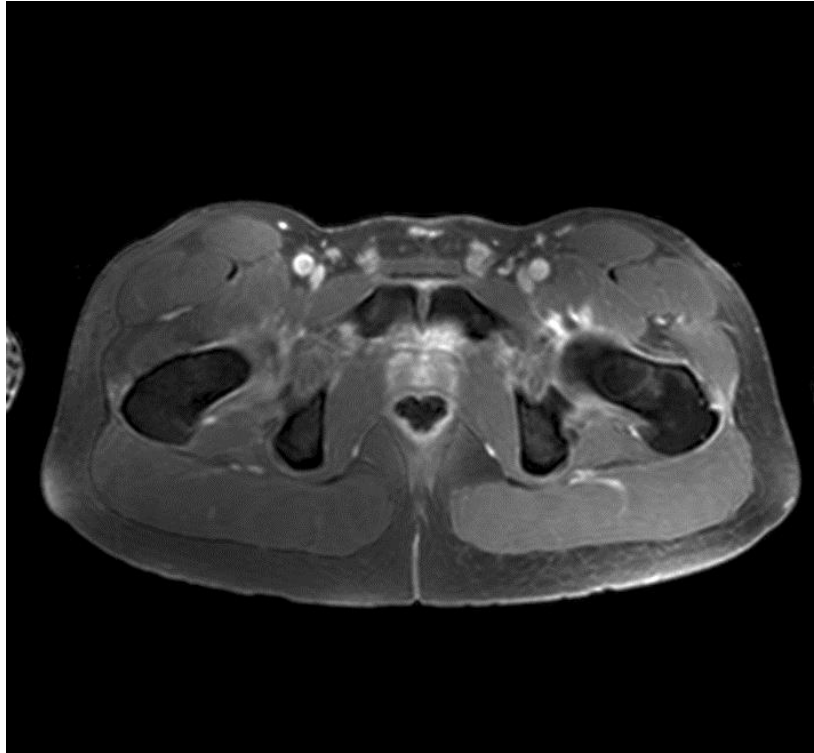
IRM pelvienne en coupe axiale pondérée en séquence T1 Spir Gado : Hypersignal de la jonction myotendineuse du muscle iliopsoas.
